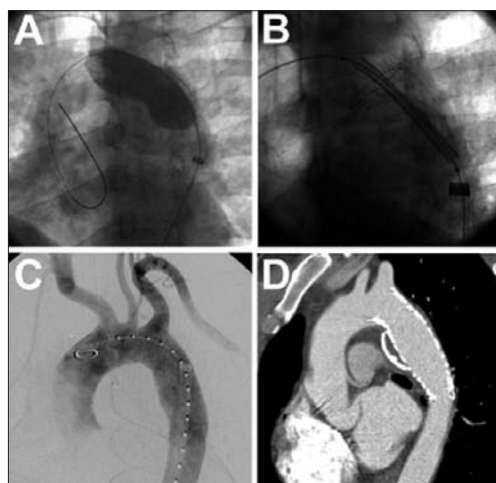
The patient presented in Figure 6 was treated with reangioplasty of the stent-graft (Panel A), followed by deployment of a balloon expandable Palmaz stent (Panel B). Completion angiography (Panel C) and follow up computed tomography angiography (panel D) confirmed excellent expansion of the stent graft and absence of endoleak.
